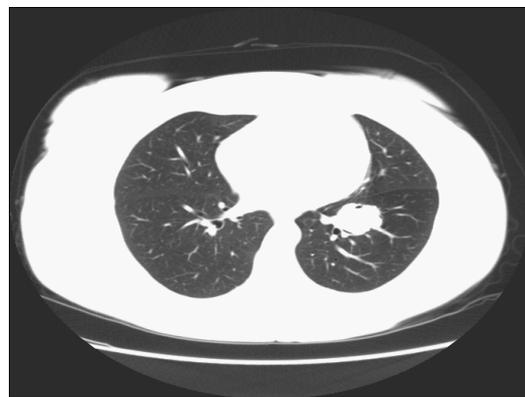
МСКТ грудной клетки: опухолевый узел (на стрелке) нижней доли левого легкого
